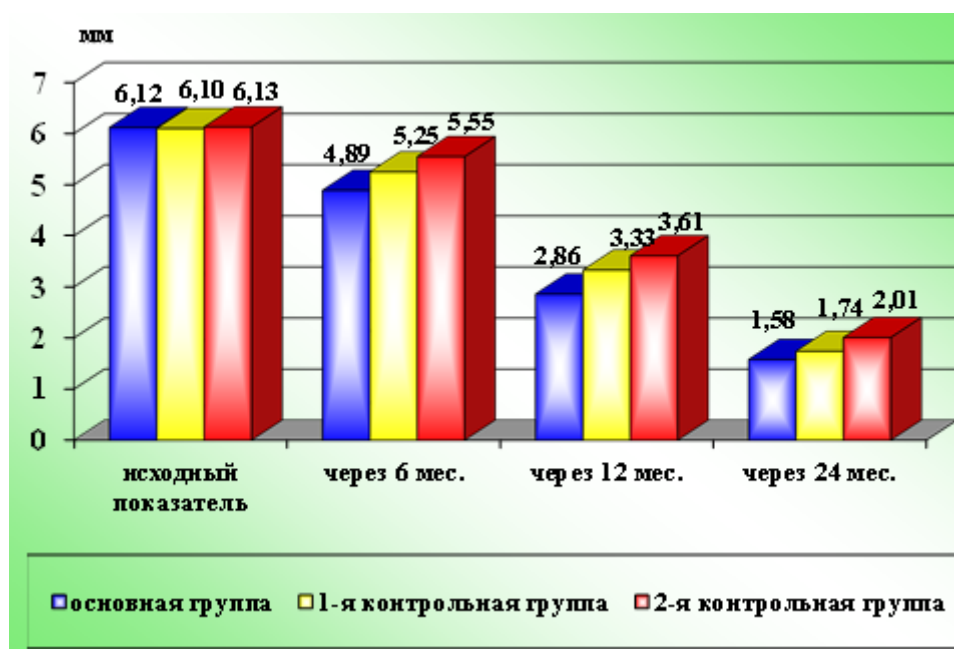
Динамика рентгенологических периапикальных изменений у соматических пациентов основной и контрольных групп за весь период наблюдений (мм)
